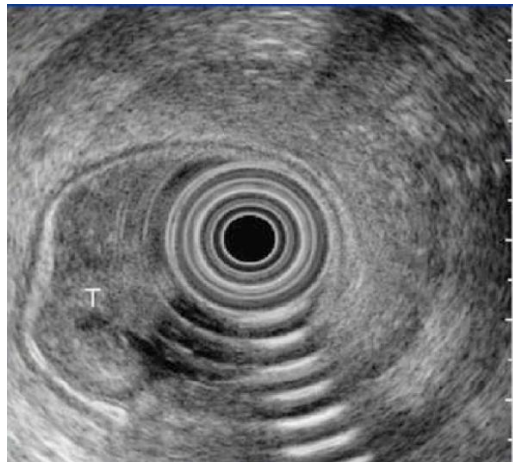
échographie endorectale montrant une tumeur rectale uT2N0
